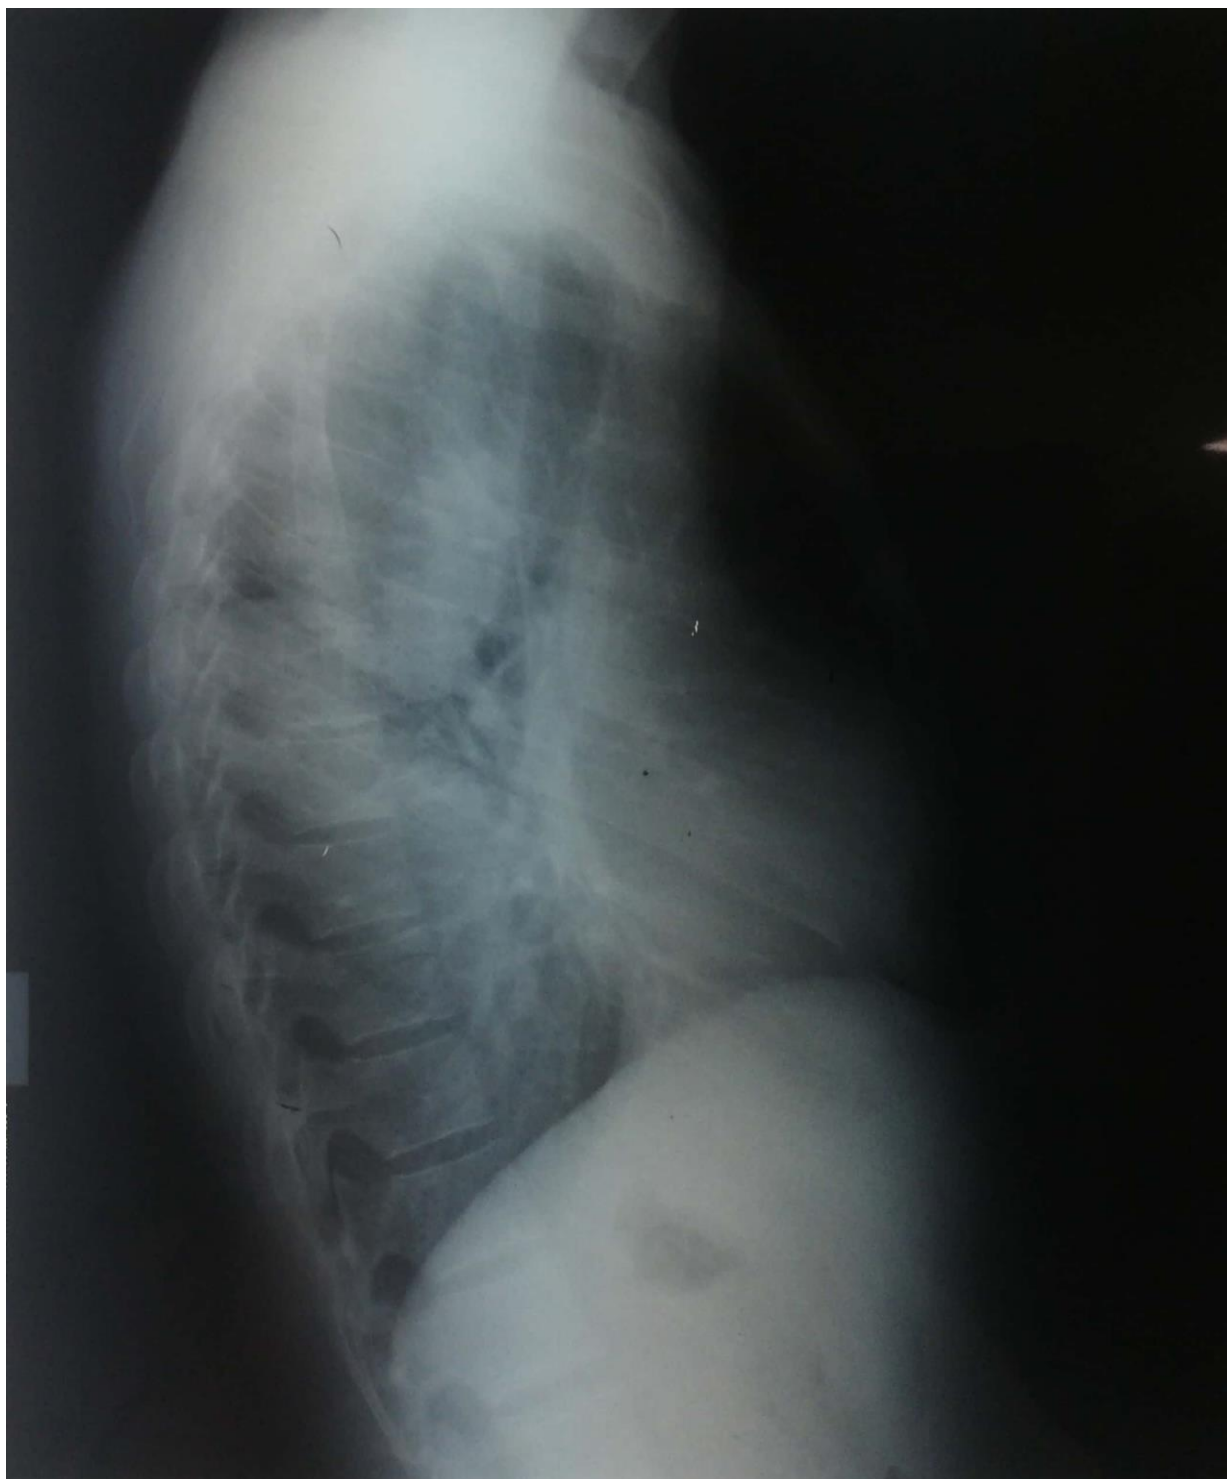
Epanchement pleural gauche sur une radiographie de profil chez un patient de 53 ans
